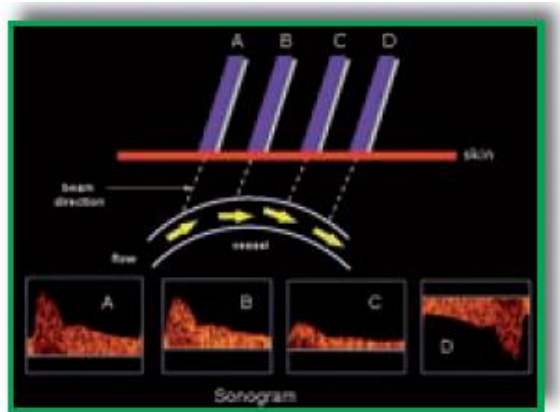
Principios de la ecografía Doppler color
